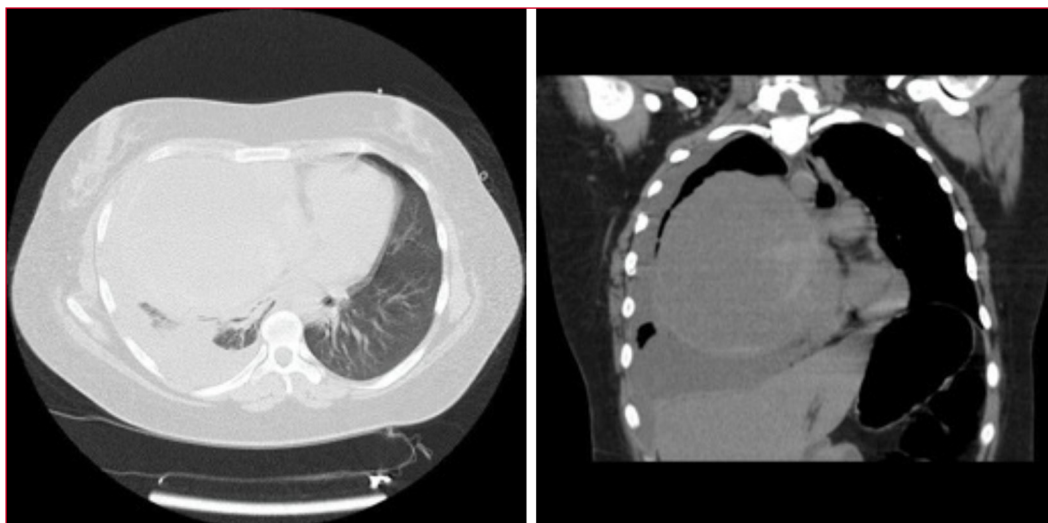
Tomografía computarizada de tórax. Se observa un mediastino levemente desviado hacia la izquierda, debido a una formación ubicada en el mediastino anterior, de paredes gruesas, con algunas calcificaciones aisladas y contenido líquido, de aproximadamente 130 x 118 mm. La imagen también muestra un derrame pleural derecho y líquido laminar perihepático.
